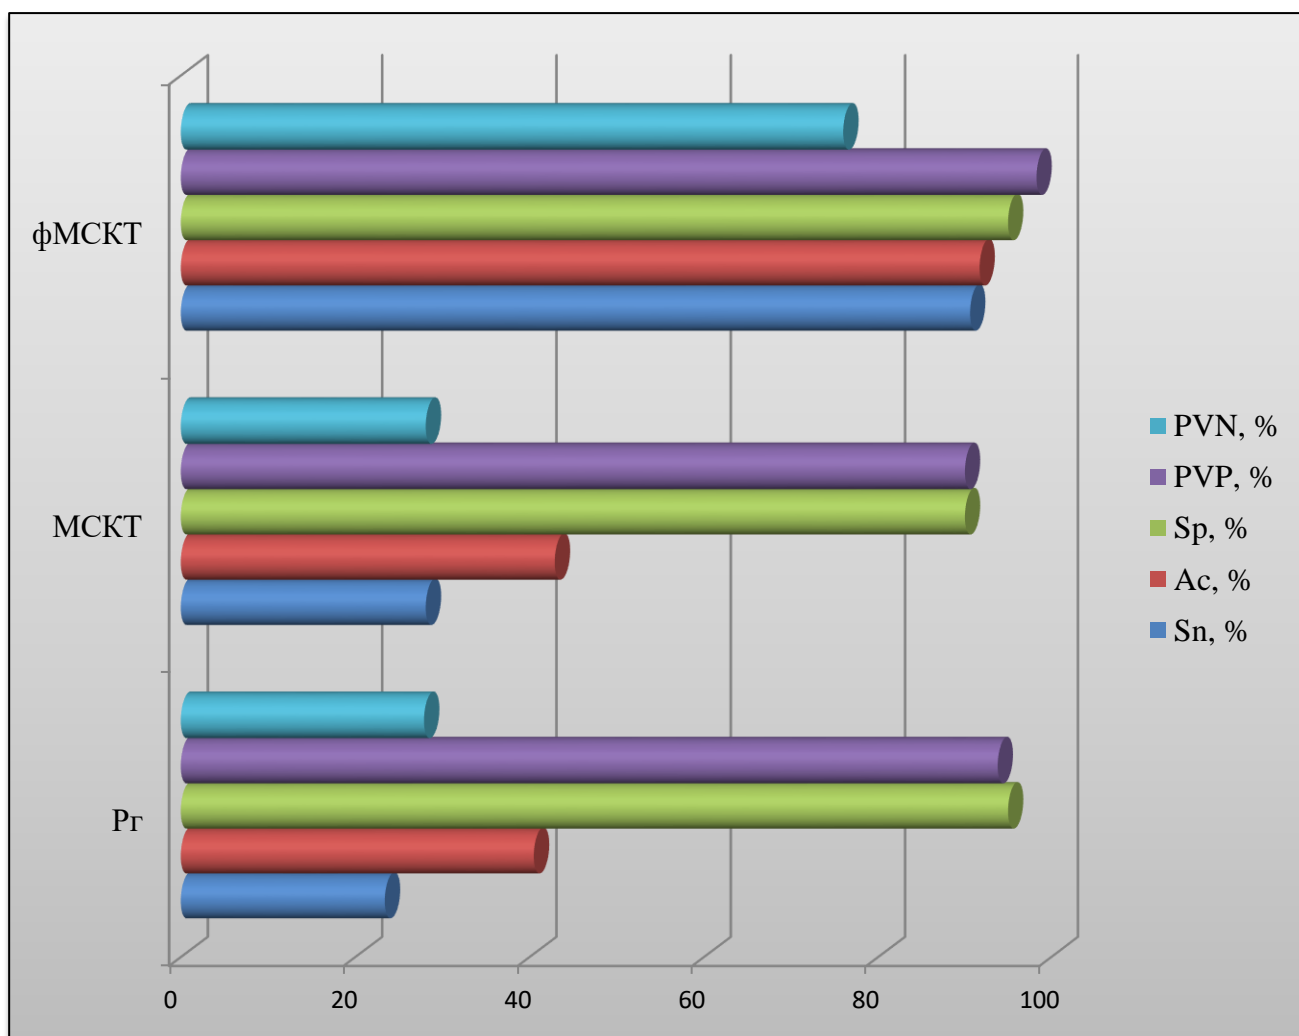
Диагностическая эффективность и прогностическая ценность рентгенографии (Рг), МСКТ и функциональной МСКТ при выявлении гиперпрессии латеральной фасетки надколенника
